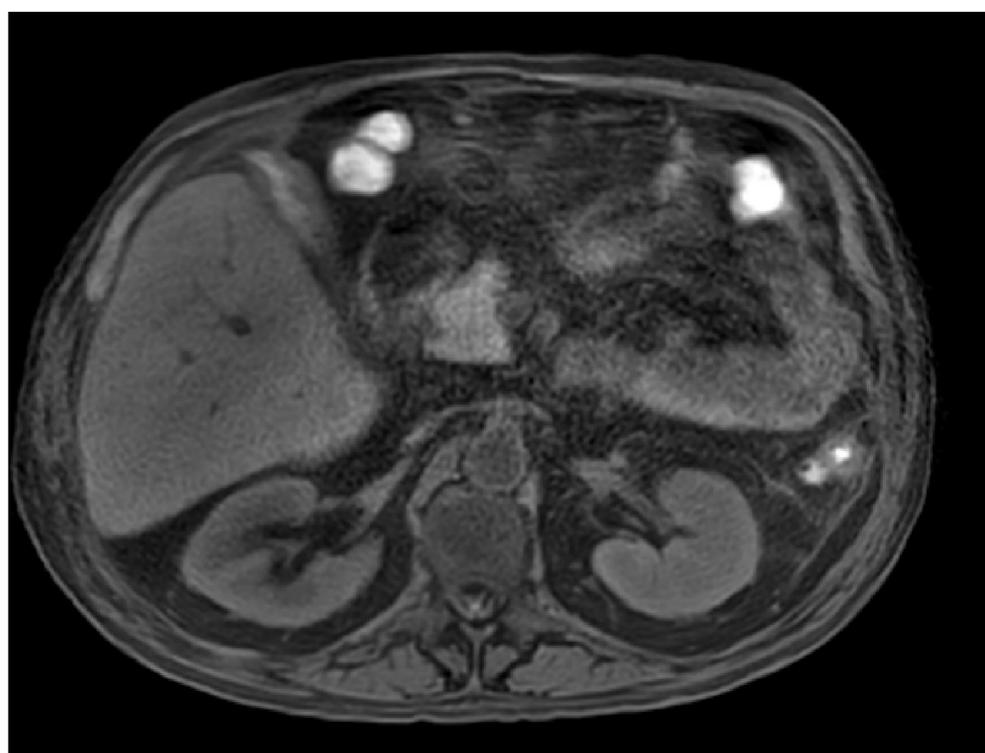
y 21 RM fase hepatobiliar
